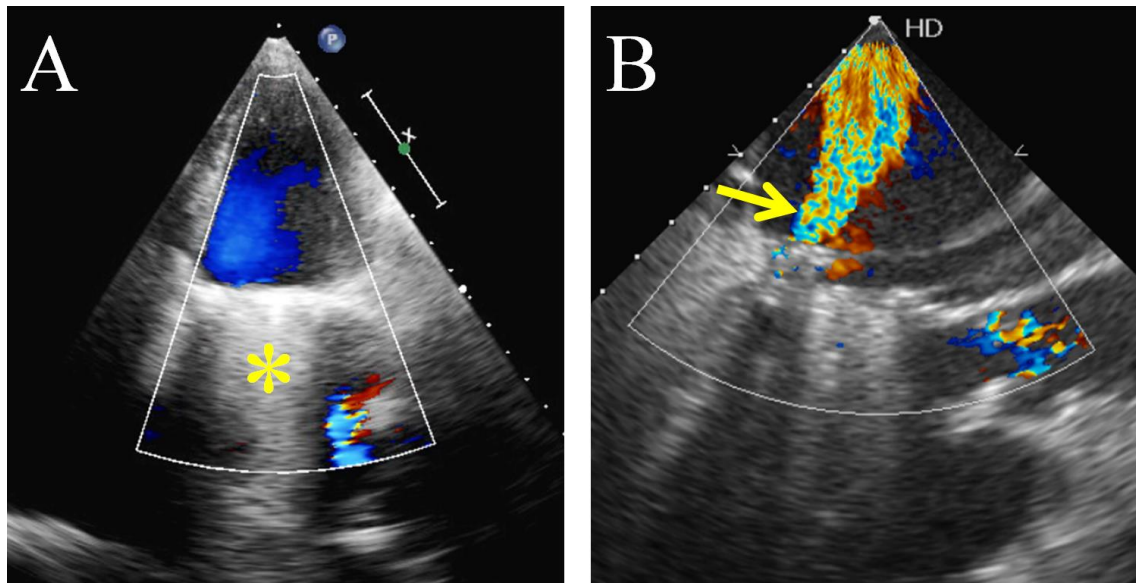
“Leak” perivalvular mitral evaluado mediante ecocardiografía transtorácica (A) y transesofágica (B). Mediante ecocardiografía transtorácica, el jet de regurgitación se aleja del transductor y existe interferencia con los artefactos producidos por la prótesis (asterisco), mientras que con ecocardiografía transesofágica el jet de regurgitación se acerca al transductor (flecha) y se evita la interferencia con los artefactos protésicos.
